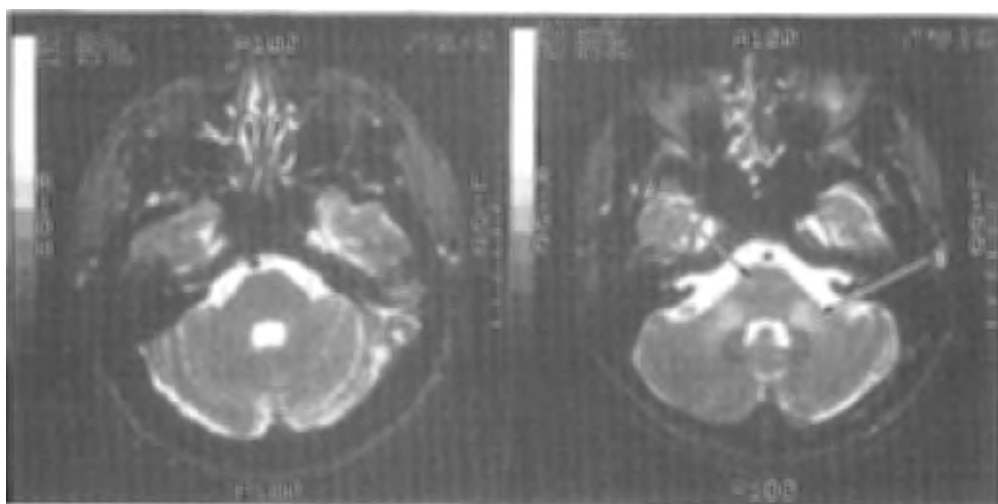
慢性有機溶剤乱用者の脳幹および小脳のMRI像(図右, 図左は正常例)。T2強調像で, 脳幹の腹側部(矢印A), 中小脳脚から歯状核周囲の小脳白質(矢印B)に高信号を認め, 大脳白質と同様の变化が推定されている。
